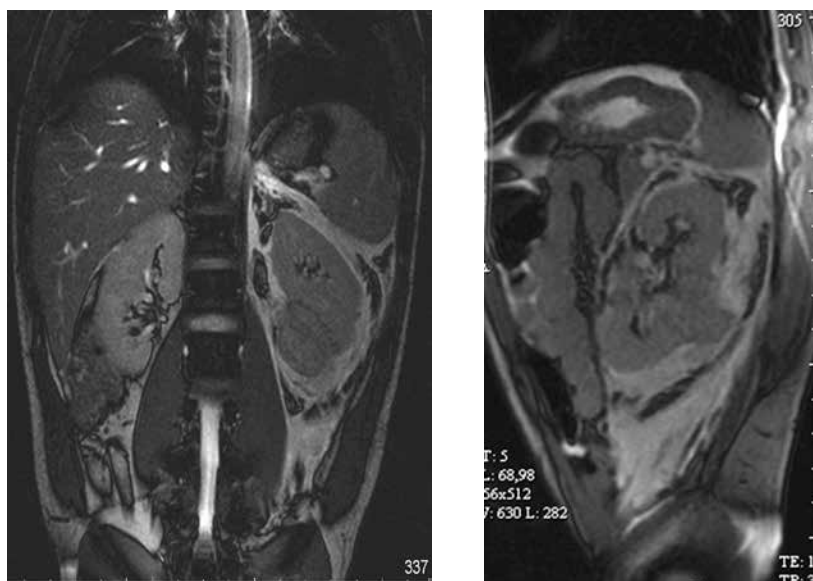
МРТ- картина разрыва левой почки
